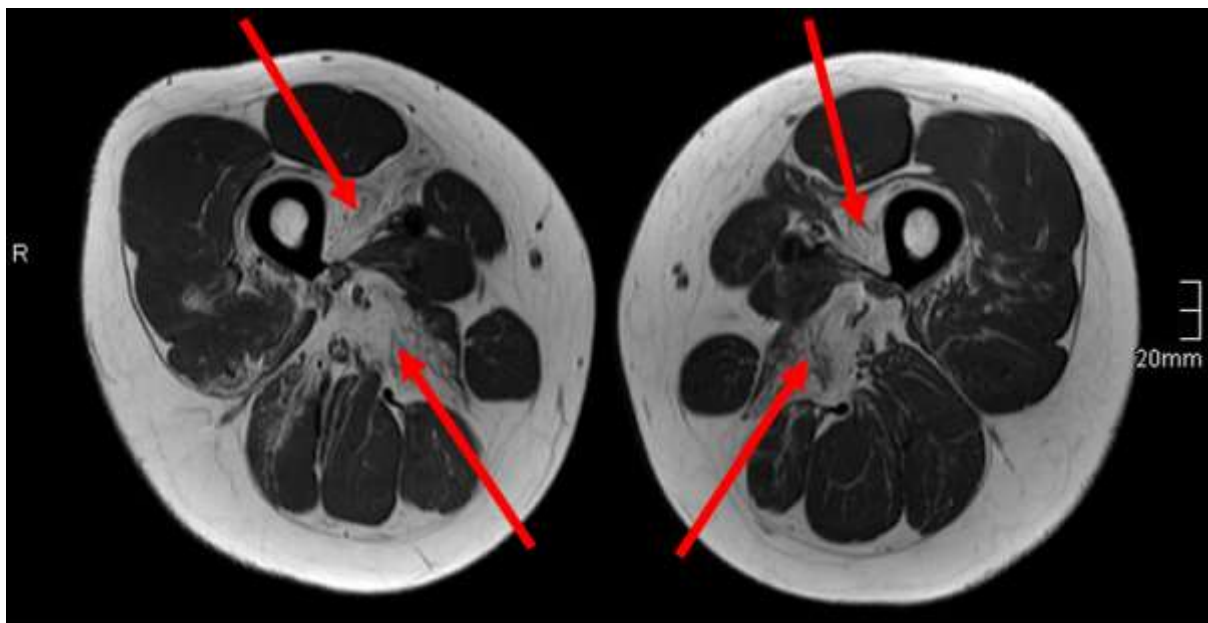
MRT-Oberschenkel beidseits (T1-Wichtung), Pfeile auf fettiger Degeneration
